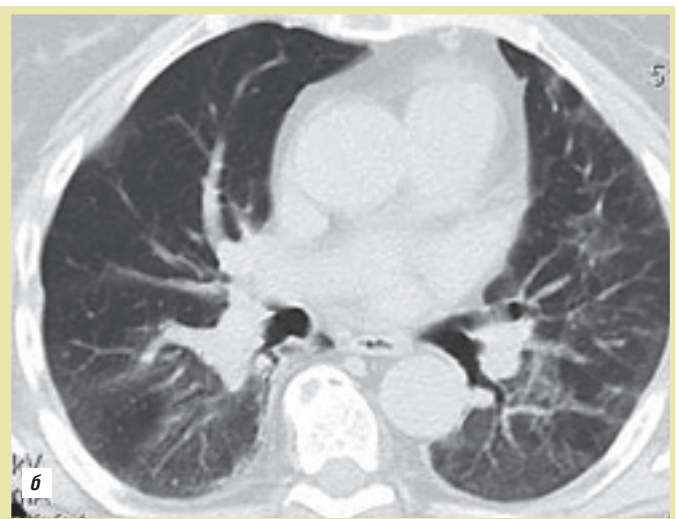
КТ больной Ю. от 22.09.2008 г.: определяются двустороннее усиление периферического легочного интерстиция по типу «матового стекла» и фиброзные изменения тяжистого характера в задних областях как верхних отделов легких (а), так и нижних (б)
